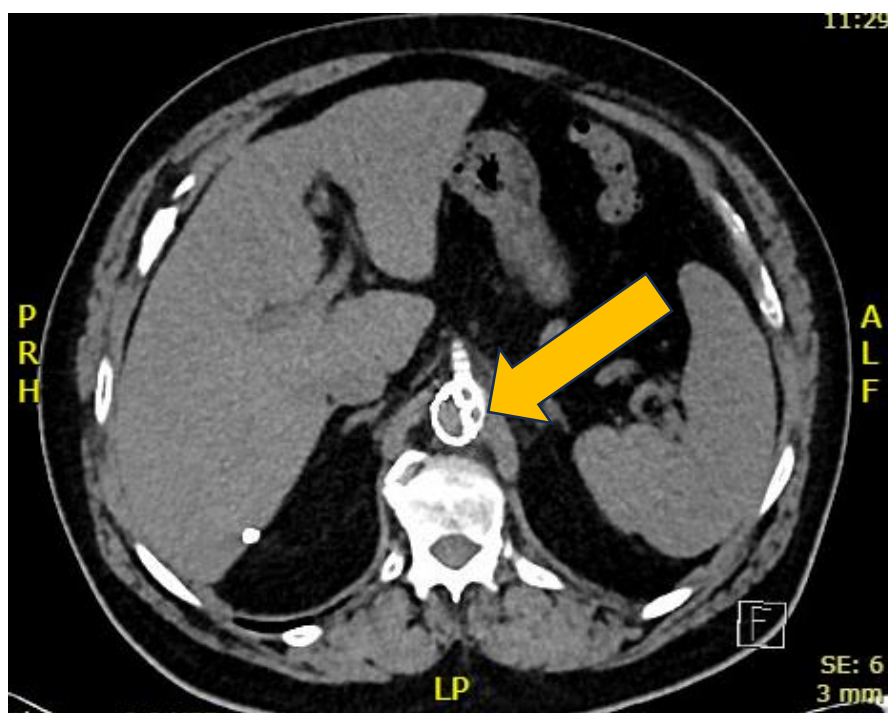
Koronalni prikaz MAAA na CT trebušnih organov na dan sprejema (rumena puščica).
